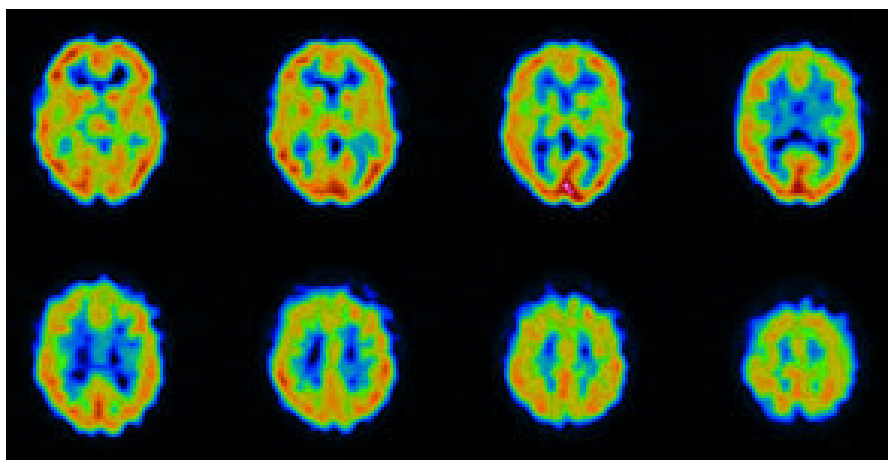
Tomografía por Emisión de Positrones (PET) con ^{18}F -FDG de un paciente con CPC del lóbulo temporal derecho. En este corte coronal la PET demuestra una hipocaptación por disminución del metabolismo de la glucosa en la RE del temporal derecho.
